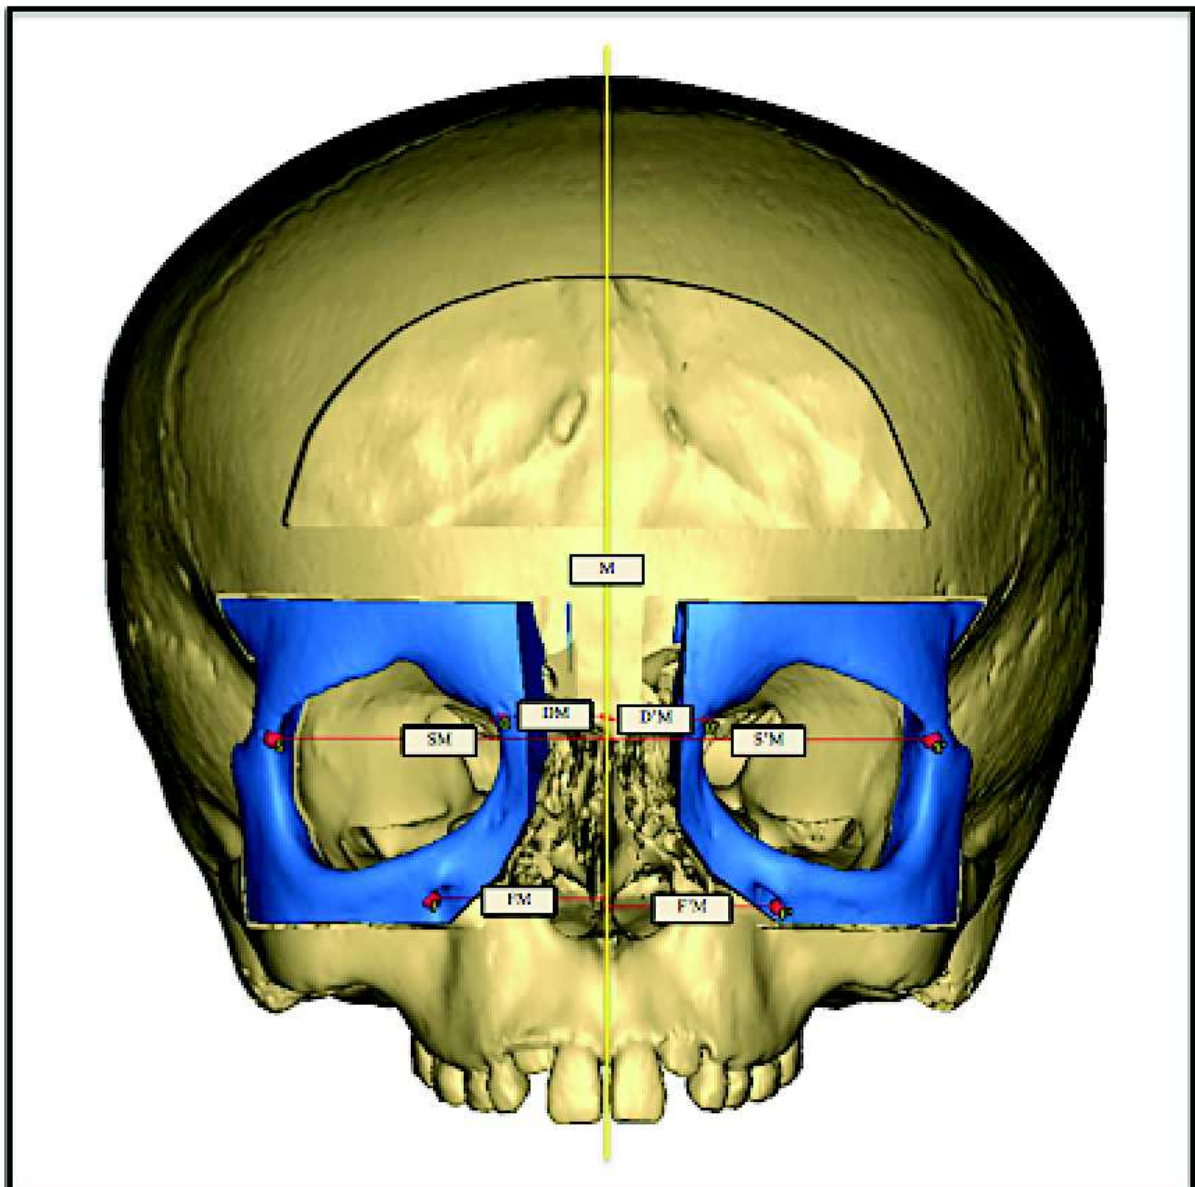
Mesures orbitaires et infra-orbitaires sur la TDM native d'une box-ostéotomie (cas n°3)
